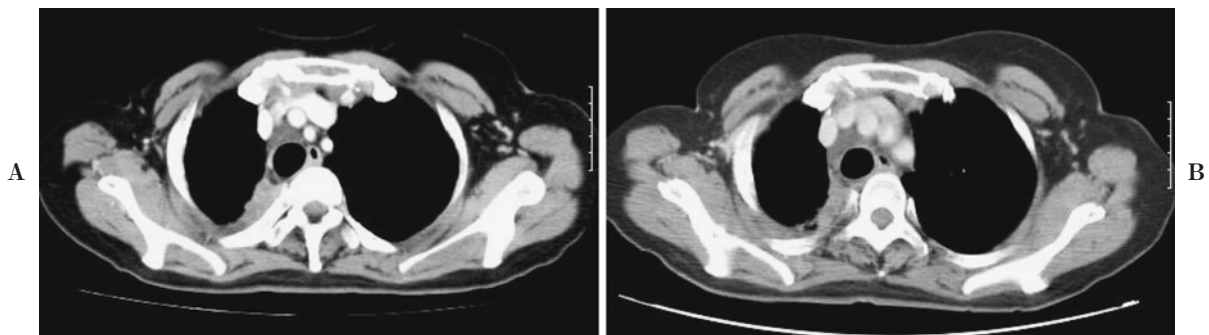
Enhanced chest CT (A) on admission showing the heterogeneously enhanced massive lesion in the right lung field. (B) One month after initiation of erlotinib treatment showing the size of the lesion was not changed.
